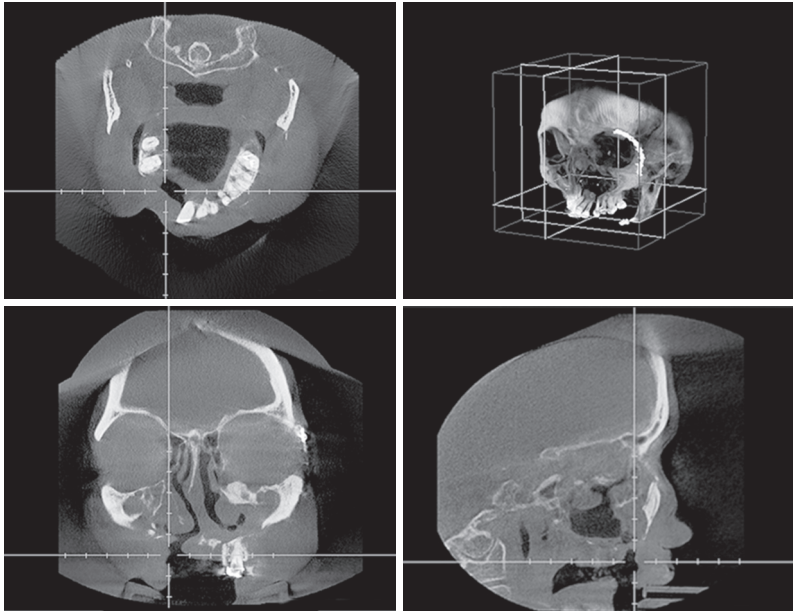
Конусно-лучевые компьютерные томограммы околоносовых пазух больной с посттравматической деформацией верхней челюсти. Дефект твердого нёба
